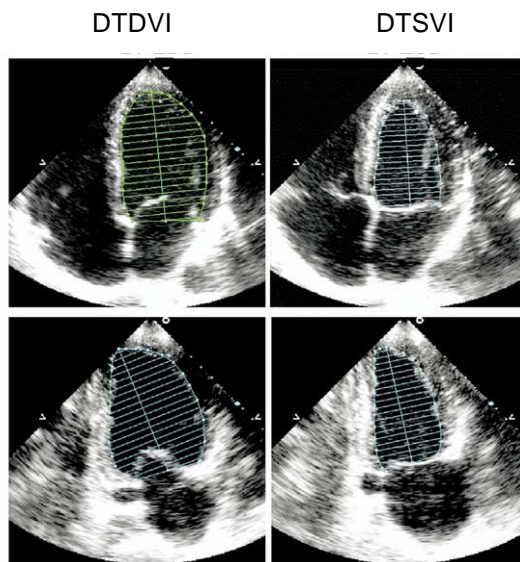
Medidas del DTDVI y DTSVI en plano apical 4 cámaras (dos fotogramas superiores) y plano apical 2 cámaras (dos fotogramas inferiores).
